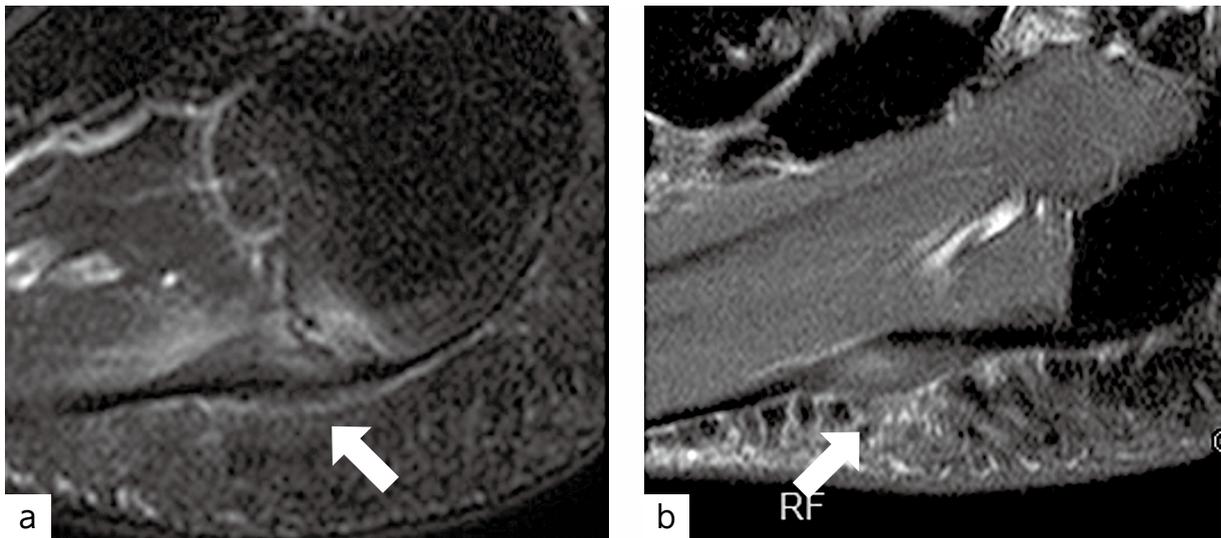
足底腱膜症のMRI像（脂肪抑制プロトン密度強調画像）
